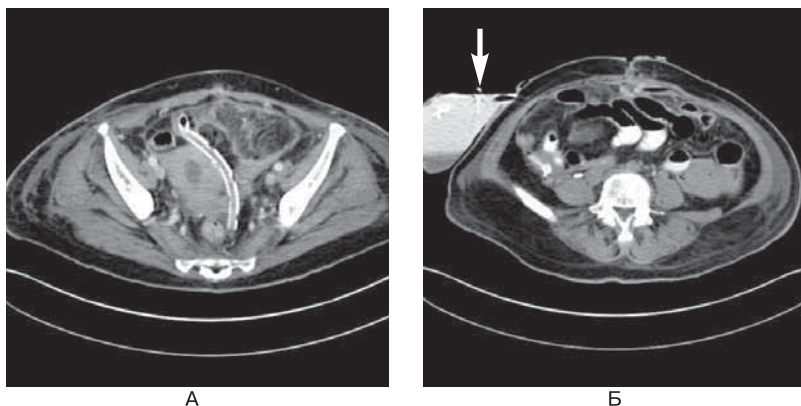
Связанная с дренированием травма. Недавняя субтотальная колэктомия, осложненная персистирующим истечением содержимого кишечника. (А) Традиционная КТ с пероральным контрастом не позволила поставить правильный диагноз. (Б) Второе исследование, после введения контраста в прямую кишку, показало попадание вещества из толстой кишки в дренажный мешок (*стрелка*), что подтвердило дефект стенки, устраненный затем при лапаротомии. Предположительный механизм — травма кишечника при дренировании. Данный пример хорошо иллюстрирует выборочное использование контрастирования толстого кишечника.
